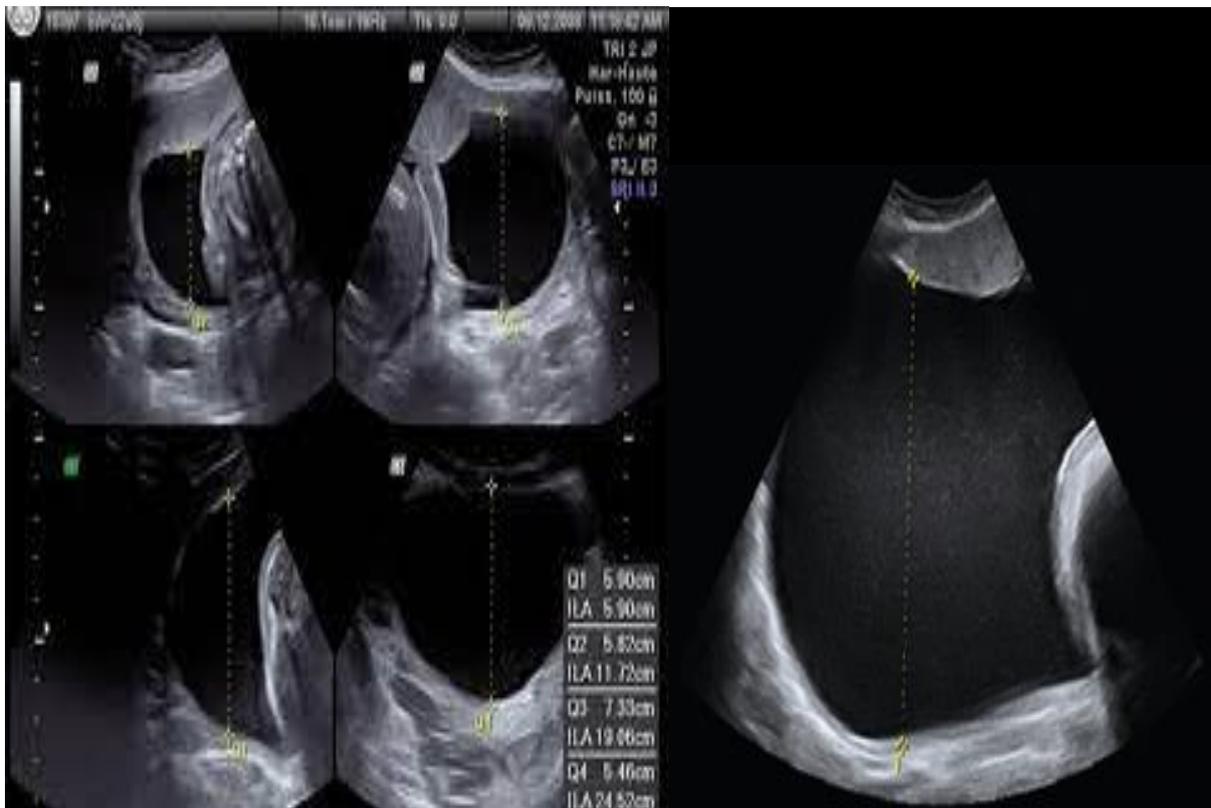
Planche représentant la mesure du liquide amniotique par échographie avec les deux méthodes [238]
